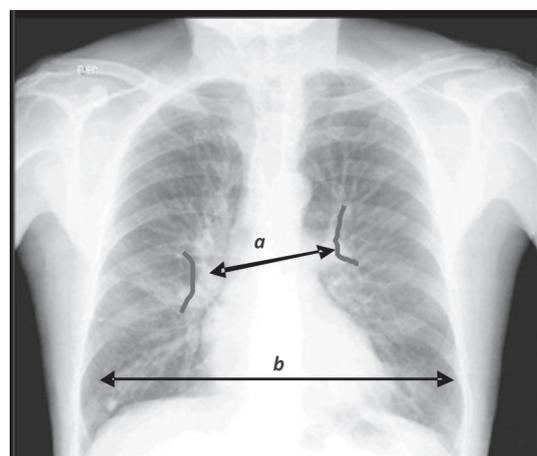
Radiografía PA que muestra la medición del índice hilio-torácico que es el cociente de la distancia comprendida entre la primera división de las dos arterias pulmonares principales (a) y el diámetro transversal mayor del tórax (b).
